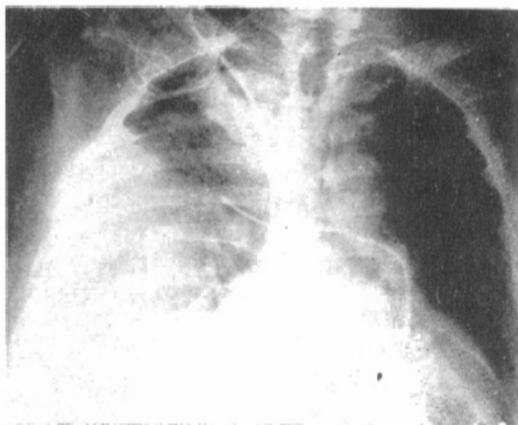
Teleradiografía de tórax de un enfermo con edema pulmonar intersticial, el catéter de Swan Ganz está colocado en la arteria pulmonar derecha.
